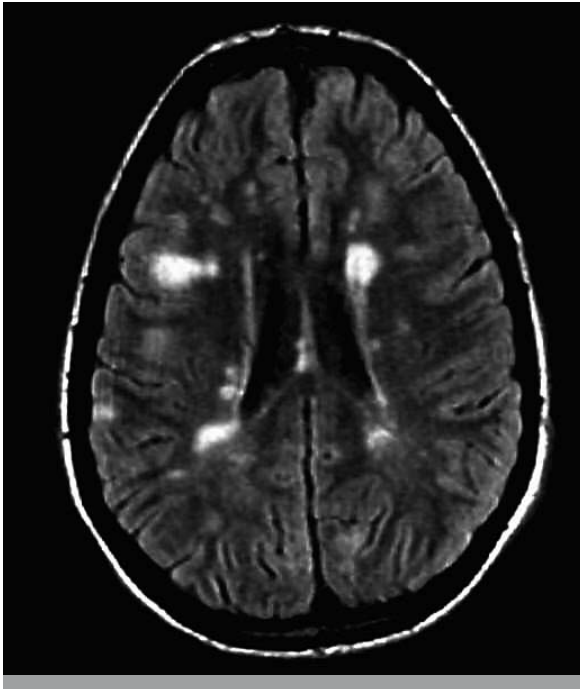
RMN de cerebro, FLAIR axial con múltiples lesiones hiperintensas en la sustancia blanca periventricular y juxtacortical bihemisférica, en oportunidad del primer evento clínico en un adolescente de 15 años, caracterizado por hemiparestesias derechas, seguidas de monoparesia crural derecha y vómitos. El paciente tenía BOC positivas, y desarrolló dos recaídas durante el primer año de enfermedad. Diagnóstico: esclerosis múltiple pediátrica (EM juvenil).
